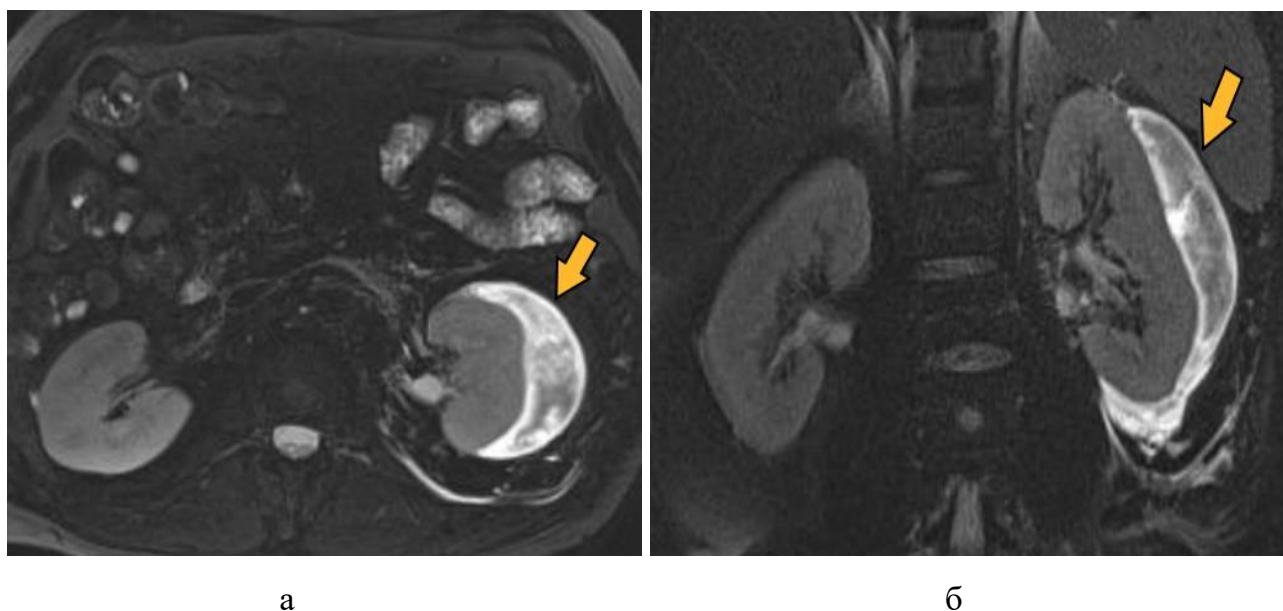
МР-томограммы (а, б) почек и забрюшинного пространства (мультипланарные реконструкции) пациента К., 56 лет, на 15-е сутки после травмы (проекции: аксиальные T2-ВИ – а, коронарные T2-ВИ – б). Определяется подкапсульная гематома левой почки с формированием забрюшинной гематомы (оранжевые стрелки)
